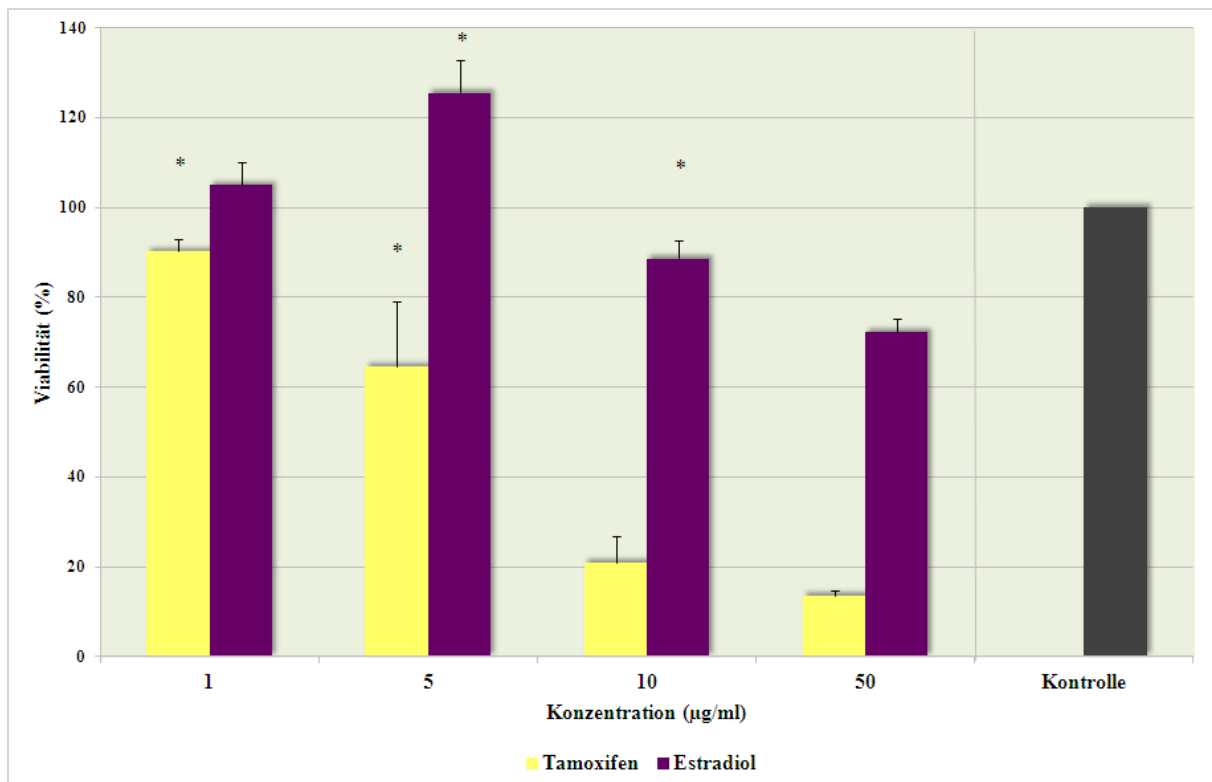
MTT – Test: BT20-Zellen – Vergleich zwischen Tamoxifen und Estradiol
